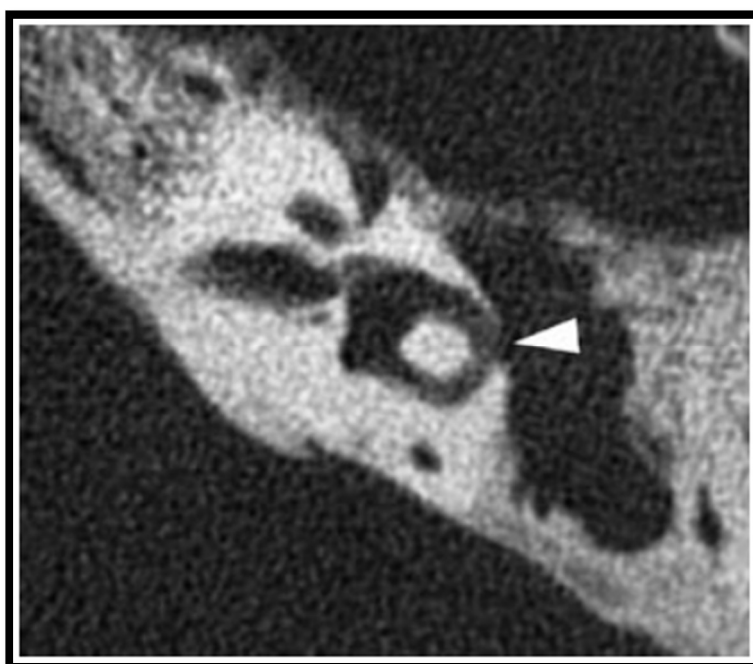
Cholestéatome avec fistule du canal semi-circulaire latéral. Coupe TDM axiale : ostéolyse de la coque osseuse du canal semi-circulaire latéral (tête de flèche) associée à un comblement de la cavité tympanique par une masse de densité tissulaire(31).
